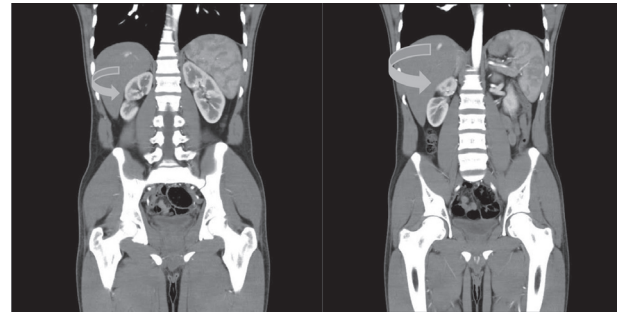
CT Abdomen plus IV contrast; coronal reconstructions showing the division of the right kidney into two parts (green arrow).
